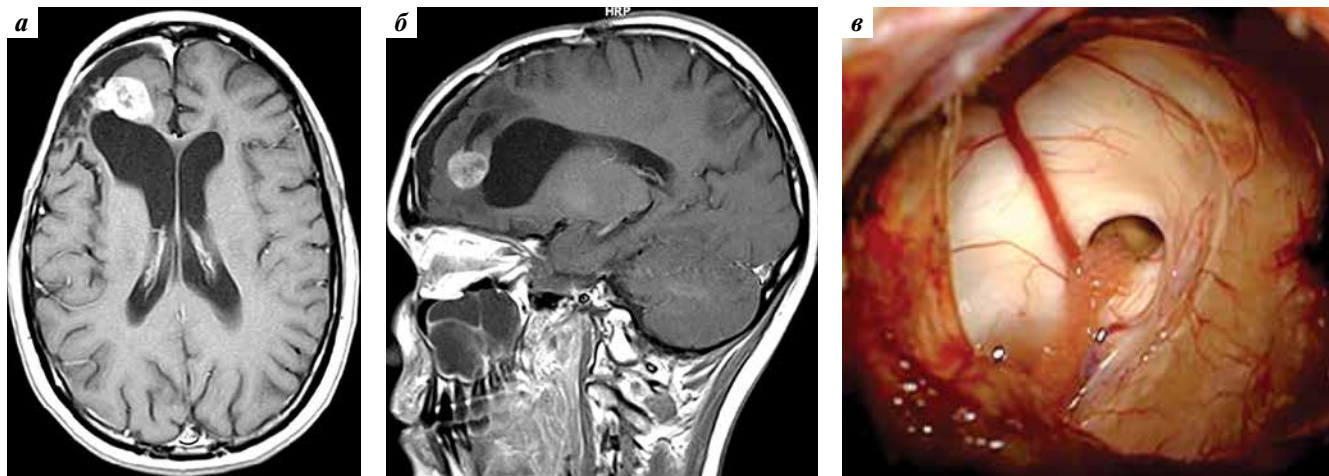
Локальный рецидив новообразования (2012): а, б – магнитно-резонансная томография в аксиальной и сагиттальной проекциях, режим T1 с контрастом; в – вид структур правого бокового желудочка и межжелудочкового отверстия после удаления рецидива первичной опухоли
